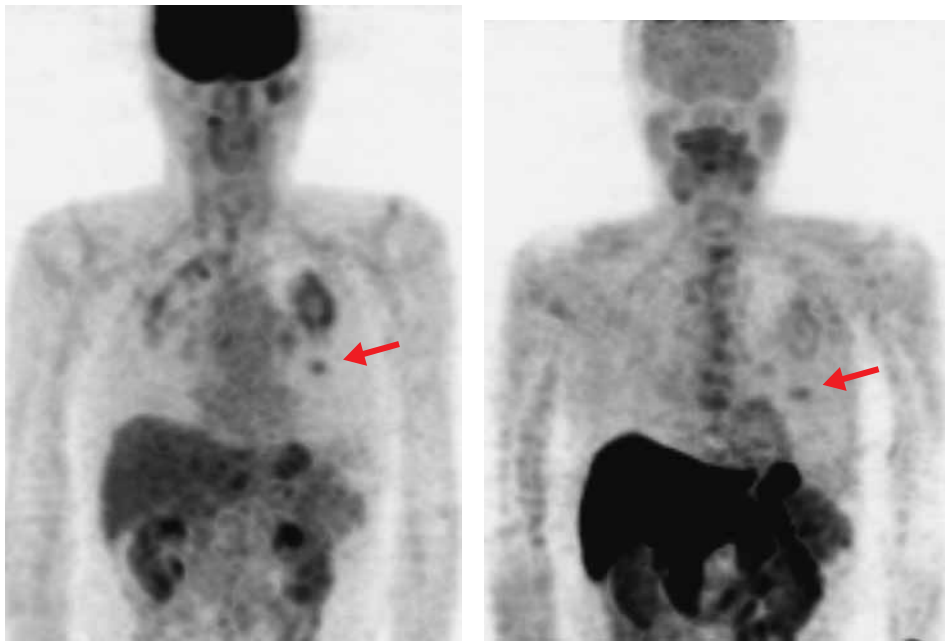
症例3 FDG (左) 及びMET-PET (右) で左中肺野に弱い集積が見られる。
